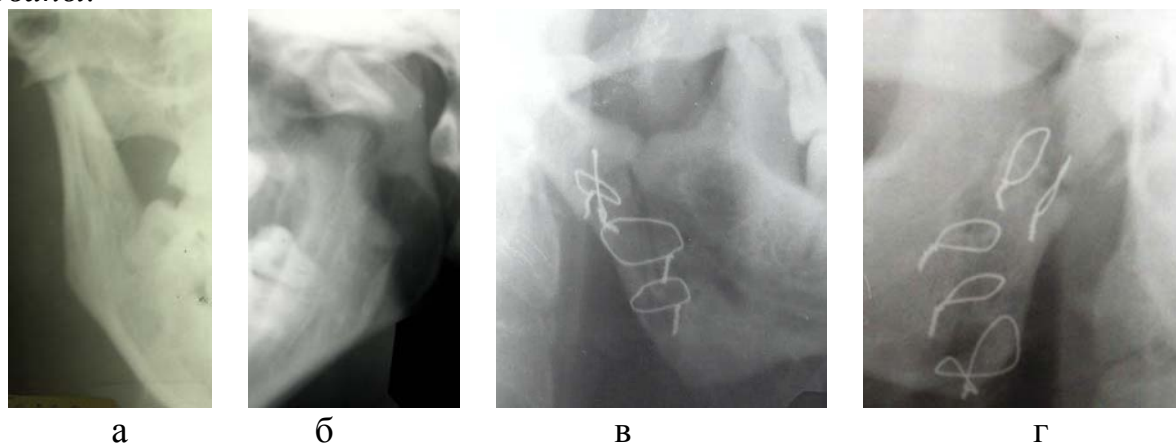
Рентгенограммы больной К., 25 лет после операции реплантации и остеосинтеза по Ф.Т. Темерханову, операционный доступ - зачелюстной (А.А. Левенец) – по поводу двойного внутрисуставного перелома мыщелковых отростков с полным вывихом головок нижней челюсти;
